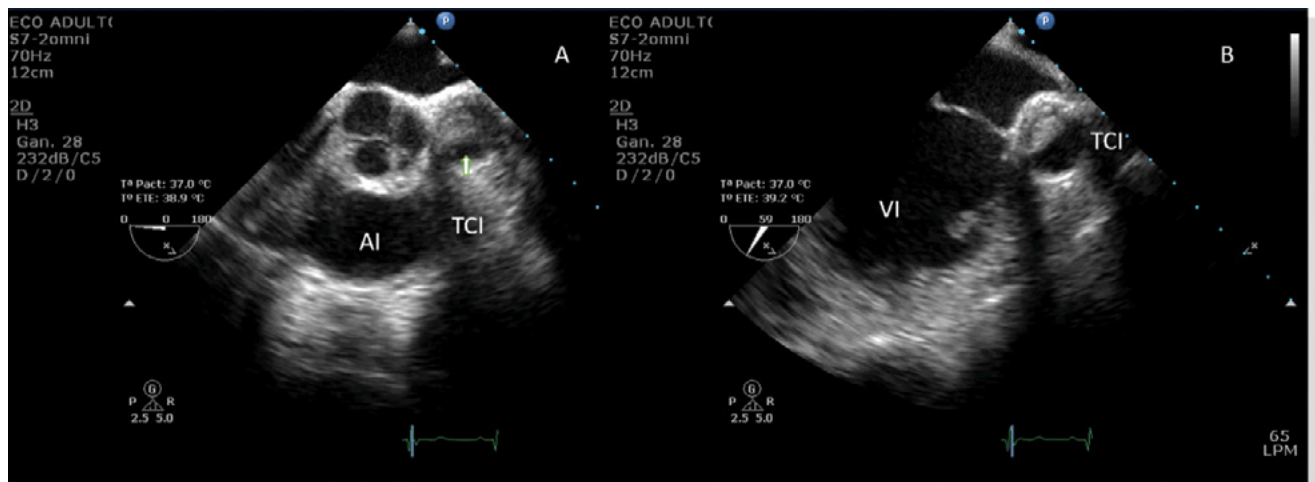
Ecocardiograma transesofágico. En A, muestra dilatación ectásica del tronco de la arteria coronaria izquierda con un trombo en su interior (flecha). En B, con barrido a 59°. AI= Aurícula izquierda, TCI= tronco de la arteria coronaria izquierda. VI= Ventrículo izquierdo.
